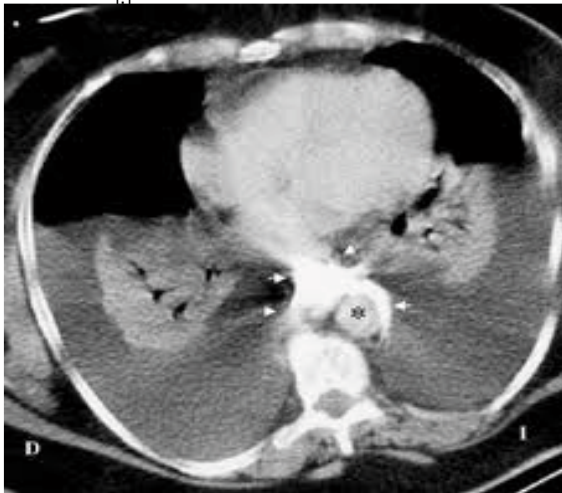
Axial CT scan of the chest showing a large, well-defined, enhancing mass in the right lung base, indicated by a white asterisk (*).
